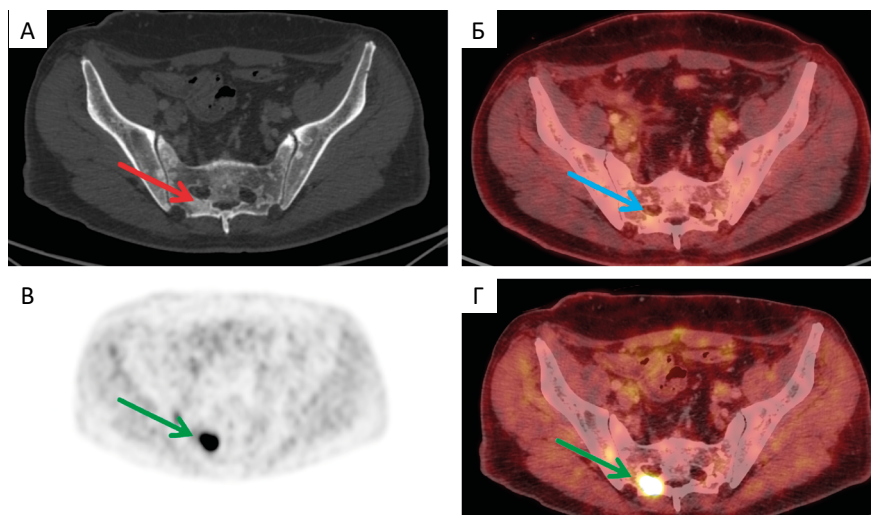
По данным КТ (А — аксиальная проекция) в костях таза определяются множественные бластические метастазы (красная стрелка). По данным ПЭТ/КТ с ¹⁸F-FDG (Б — аксиальная проекция, синяя стрелка) патологическое накопление РФЛП не определяется. При ПЭТ/КТ-исследовании с ⁶⁸Ga-FAPI (В, Г — аксиальные проекции) определяется патологическое накопления РФЛП в указанных костных очагах (зеленые стрелки)
